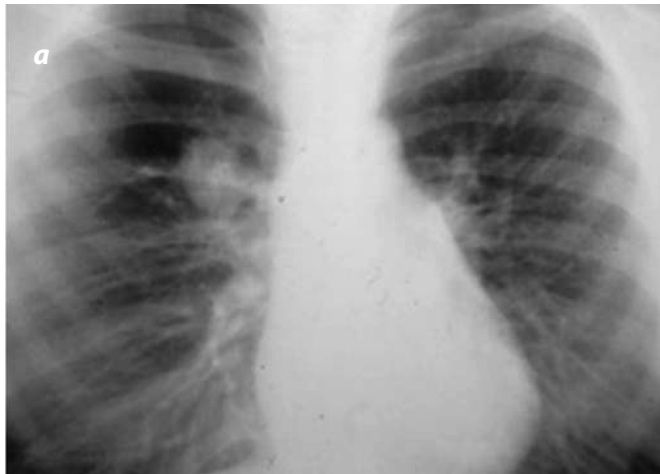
(a). Atresia bronquial. Atresia del bronquio posterior, lóbulo superior derecho, en niño de 10 años de edad; radiografía PA imagen de masa parahiliar producida por el mucocoele, e hipertranslucencia de la región apical posterior.
